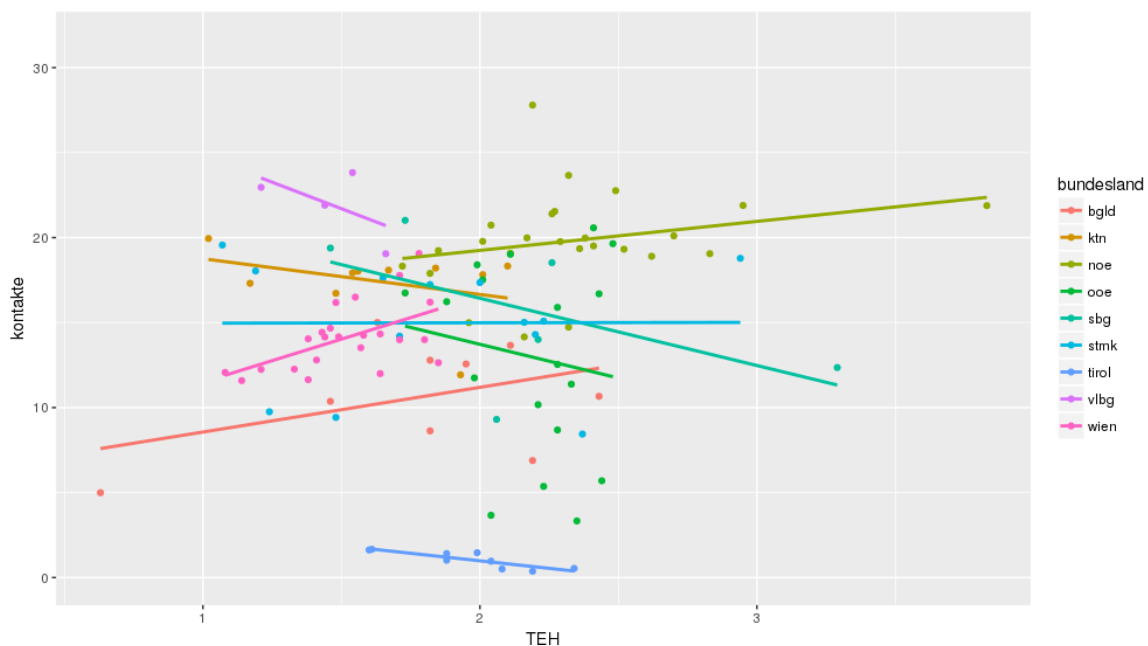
Relation zwischen MRT untere Extremität und TEH in Abhängigkeit vom Bundesland
